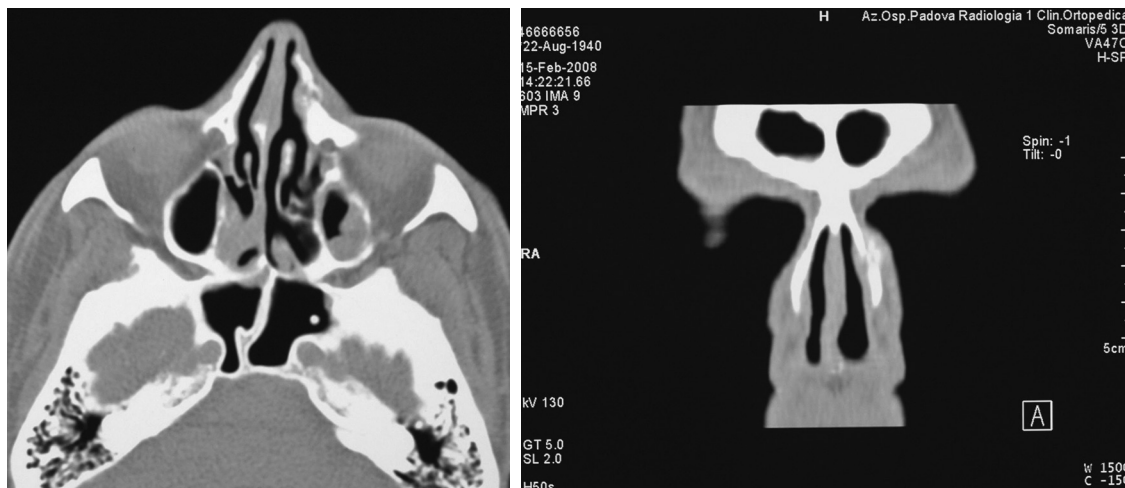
A) Coronal and B) axial CT scan showing cortical expansion and destruction of the nasal bone.
